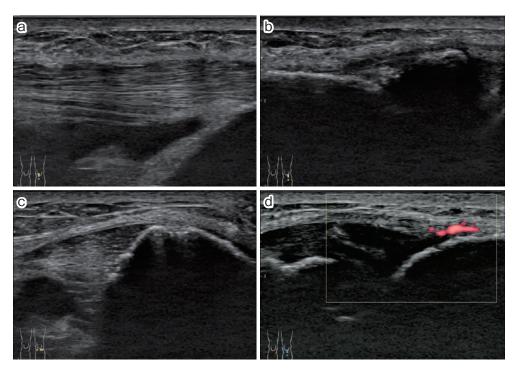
a:体表超音波長軸像(内側) b:体表超音波長軸像(外側) c:体表超音波短軸像 d:体表超音波長軸ドップラー像
